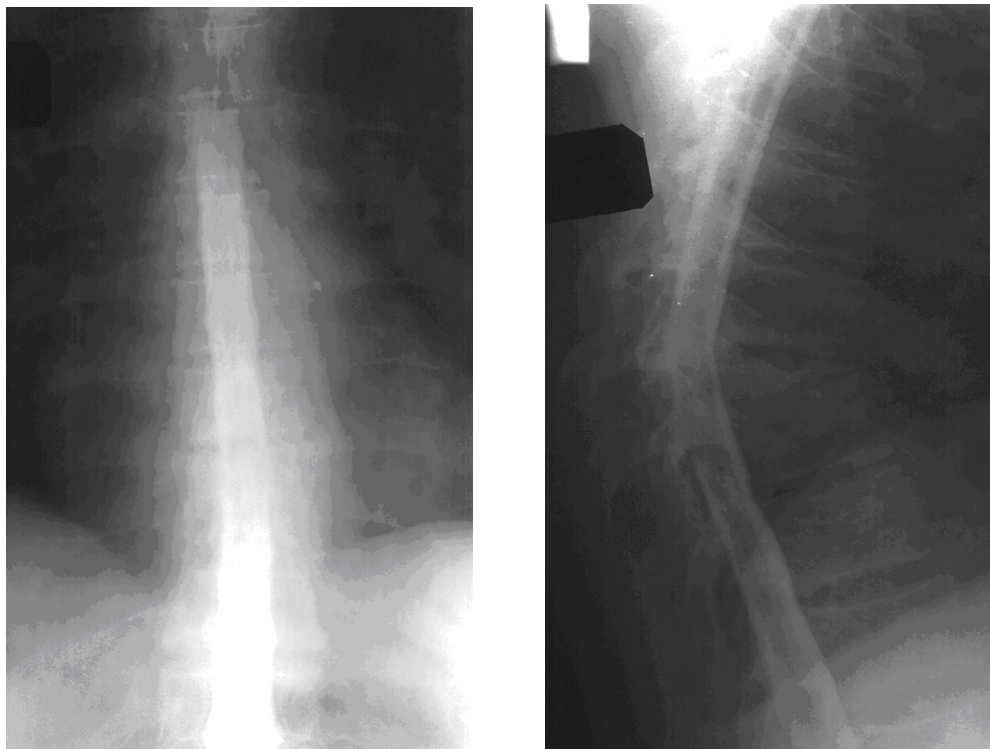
Рентгенограми пацієнта С., і/хв. № 2000 (мієлографія)
